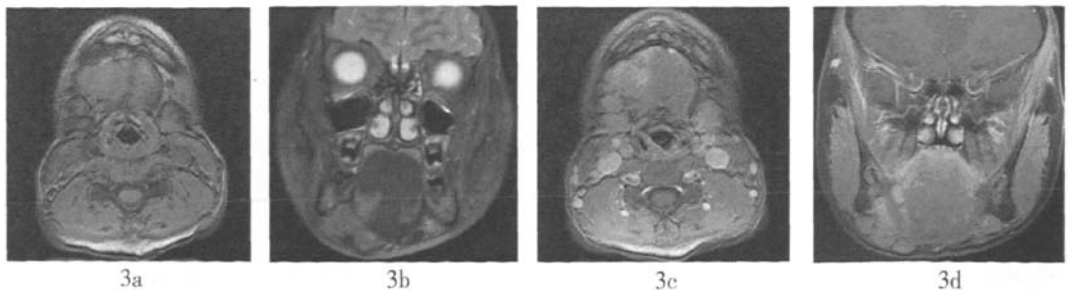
右侧口底嗜酸性淋巴肉芽肿 MRI平扫及增强扫描图 图3a为横断 T₁加权像, 示右侧口底(颌下腺区)不规则软组织肿块影, 边界不清, 外缘呈分叶状, 呈等信号; 图3b为冠状压脂 T₂加权像, 呈稍高信号; 图3c为横断增强扫描图; 图3d为冠状压脂增强扫描图, 示肿块周围及双侧颌下多发肿大淋巴结, 均匀强化。
